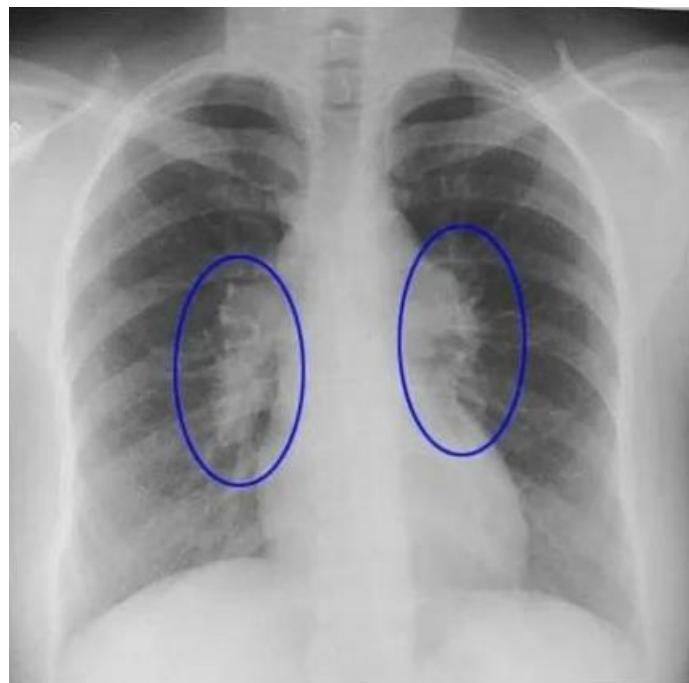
Рентгенологические признаки болезни Бека:
